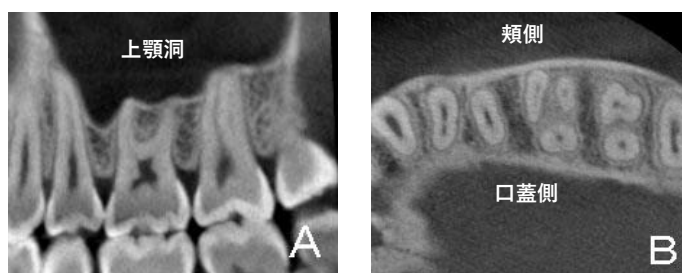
上顎臼歯歯槽部の歯列平行断（A）と水平断（B）のCBCT画像。
